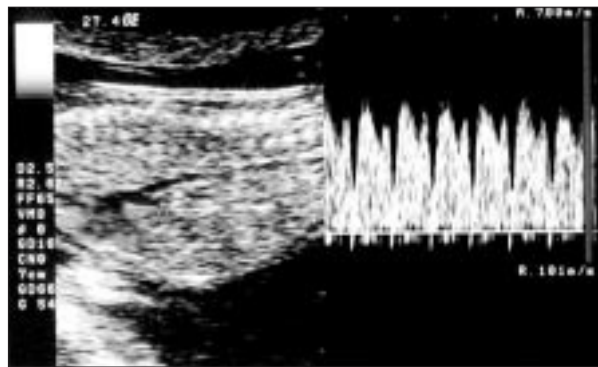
Estudio Doppler: onda de velocidad de flujo en ductus venoso normal.
